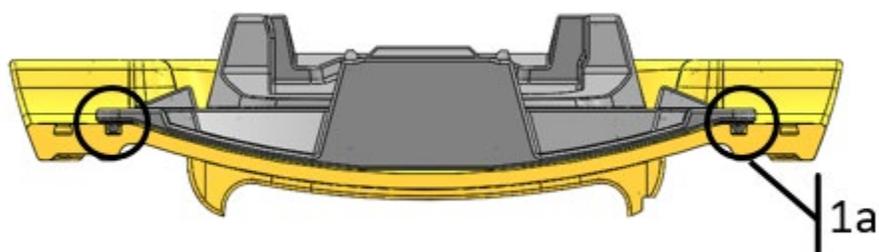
Colocación de la placa de base en la camilla de IRM.
